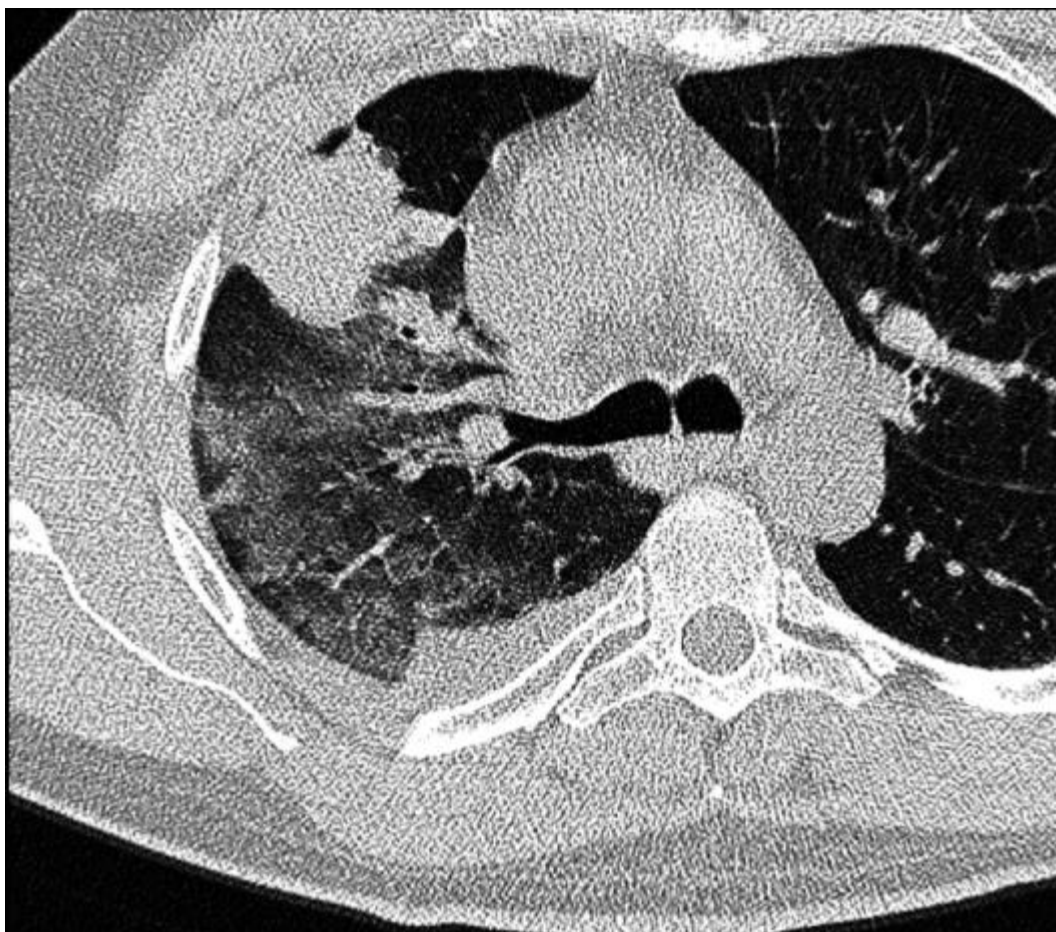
Фрагмент комп'ютерної томограми . Забій правої легені.
